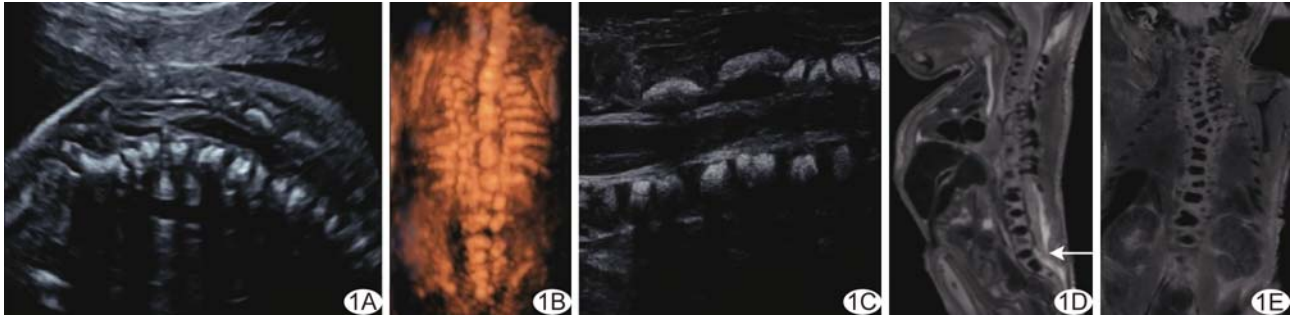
胎儿 Jarcho-Levin 综合征合并脊髓栓系 A. 产前二维超声胎儿脊柱纵切面声像图; B. 胎儿脊柱三维成像; C. 引产胎儿高频超声脊柱胸段声像图; D、E. 引产胎儿矢状位(D)和冠状位(E)脊柱 T2WI, 脊髓圆锥低位(箭)
